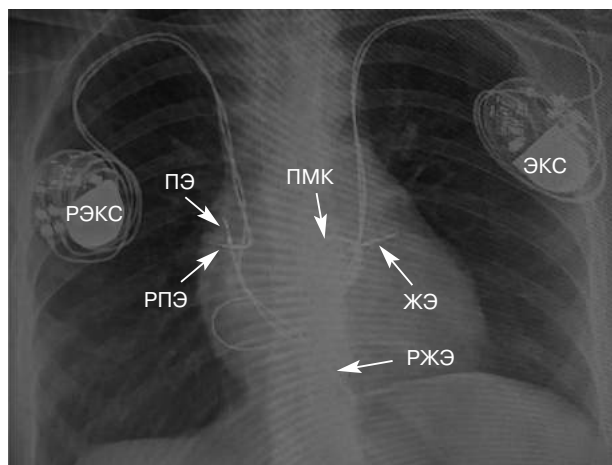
Рентгенография сердца после имплантации электрокардиостимулятора:
